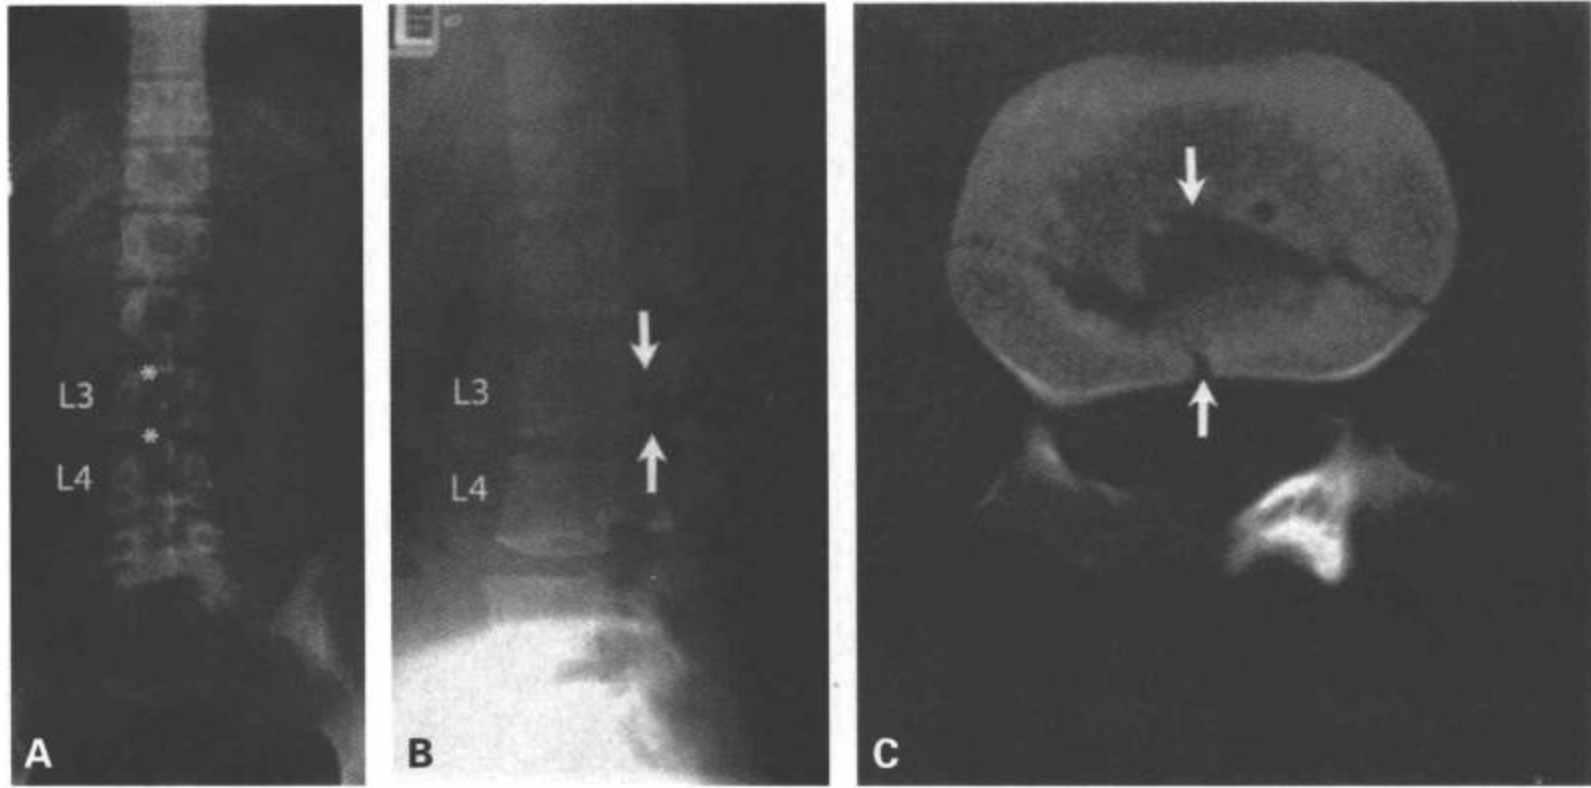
L3 Chance 骨折。16岁病人，机动车事故中受伤。腰椎前位（A）和侧位片（B）显示L3与L4棘突间隙增宽（A中星）及通过L3椎体下部到后部结构的后部骨折/撕裂（B中箭）。这些异常在横断面CT图像（C）上得到证实。
